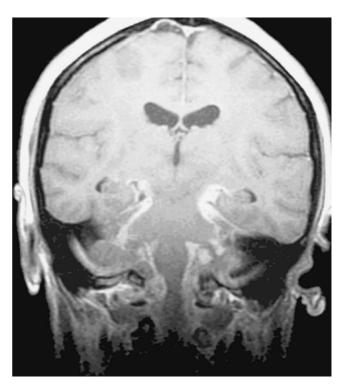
Resonancia magnética nuclear de cerebro en corte coronal en el que se observa engrosamiento de las meninges basales y zonas de infarto.
